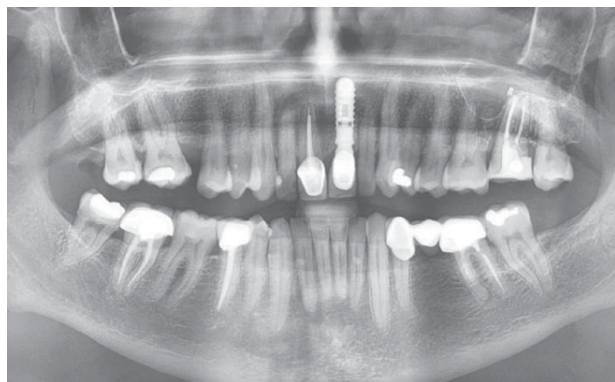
Radiografía panorámica de control realizada en marzo de 2024
